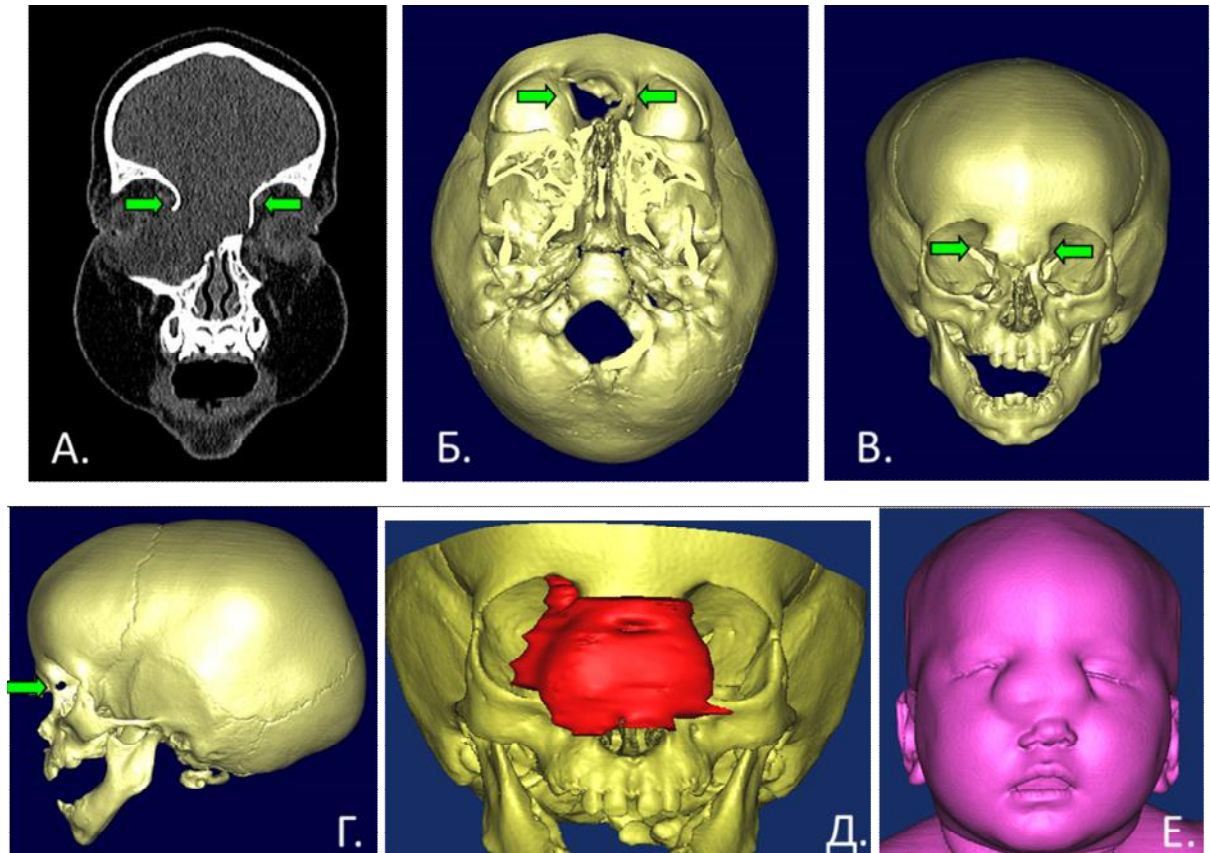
Пациентка Н-ва, 12 мес. КТ-изображение черепа с назоэтмоидальной черепно-мозговой грыжей: А-на фронтальном срезе стрелками указан дефект основания черепа в ПЧЯ, Б – 3D-реконструкция, стрелками указан дефект в назоэтмоидальной области, расширение переносья, деформации медиальных стенок орбит, гипоплазии носовых костей, В – КТ-3D-реконструкция, (прямая проекция) стрелками указан дефект в фронто-назальной области, деформация фронто-назоорбитальной области, в виде расширения переносья, деформации медиальных стенок орбит гипоплазии носовых костей, Г - 3D-реконструкция (боковая проекция) стрелкой указана деформация фронто-назоорбитальной области, гипоплазия носовых костей, Д - 3D-реконструкция (прямая проекция) красным цветом изображена трехмерная реконструкция грыжевого мешка, Е - 3D-мягкотканная реконструкция (прямая проекция)
